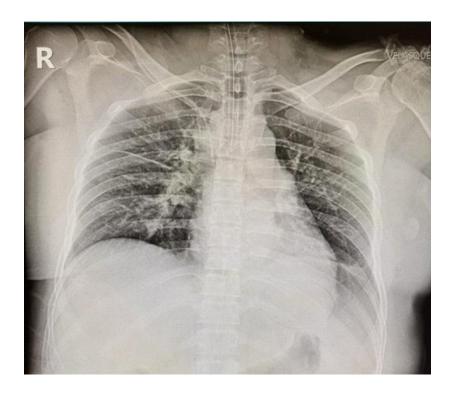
Radiografía de tórax simple proyección anteroposterior. Patrón de congestión intersticial (líneas de Kerley), prominencia del arco arterial pulmonar, trama broncovascular acentuada, presencia de tubo endotraqueal con punta distal proyectada próximo a carina y de catéter venoso central de acceso derecho con punta distal proyectada en vena cava superior.
